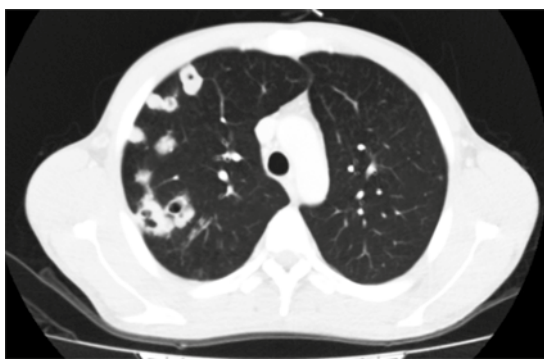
Tomografía de pulmón con contraste intravenoso, corte axial. Nódulos cavitados múltiples en el lóbulo superior derecho.
